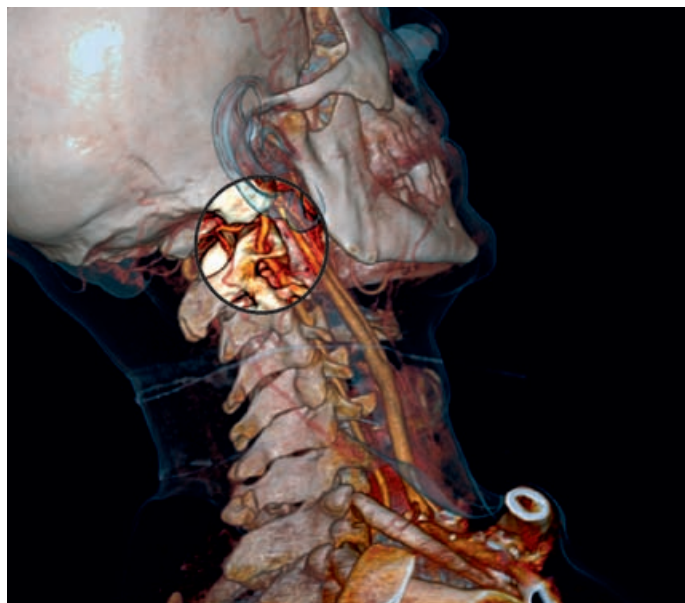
Третья зона шеи (МСКТ-реконструкция)
